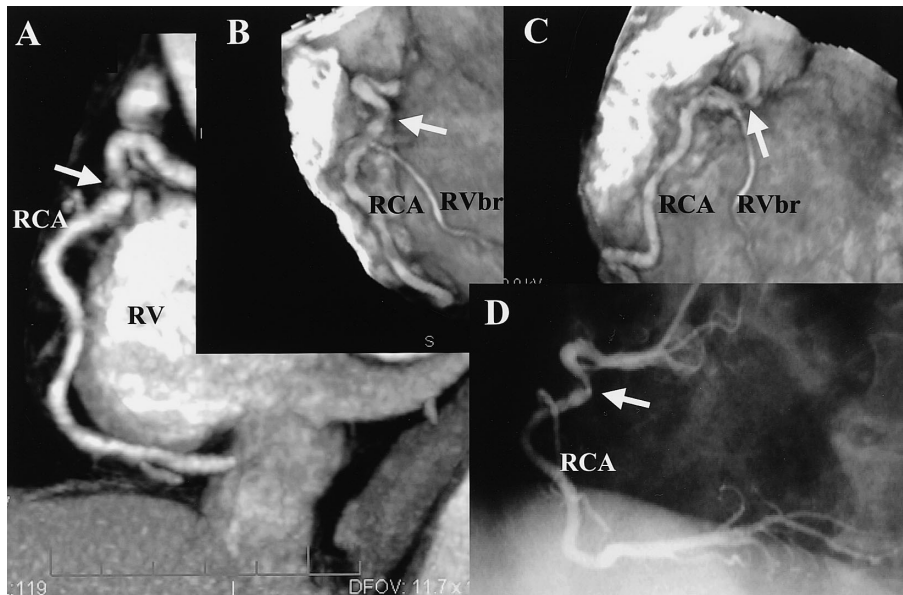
Multislice computed tomography scans (A, B, C) and standard coronary angiogram (D) of a stenotic lesion in the proximal portion of the right coronary artery
